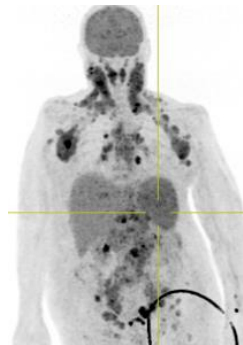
Tomographie à émission de positrons montrant de multiples adénopathie sus et sous-diaphragmatique hyper-métabolique faisant suspecter un syndrome de Richter
